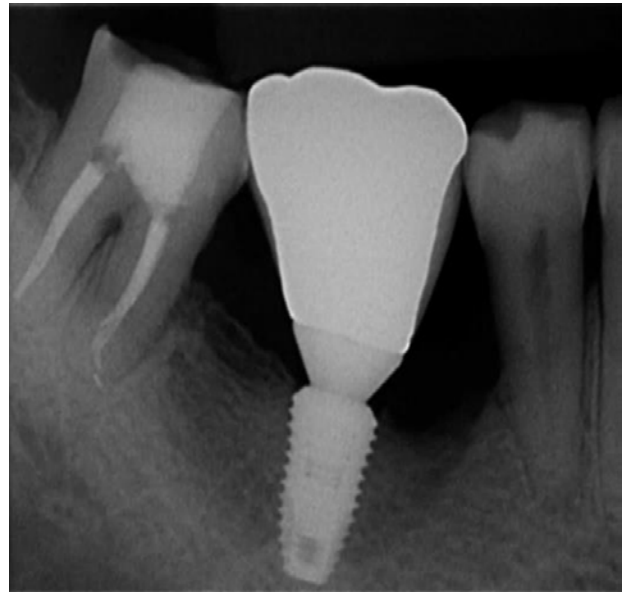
Periapical radiograph 35 months after prosthetic loading.
